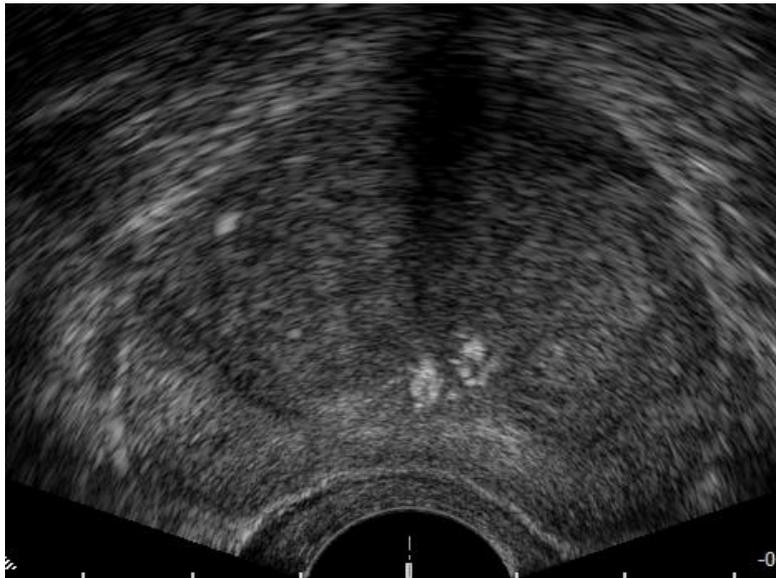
ТРУЗИ, поперечная проекция. ДГПЖ, подпузырная форма роста
